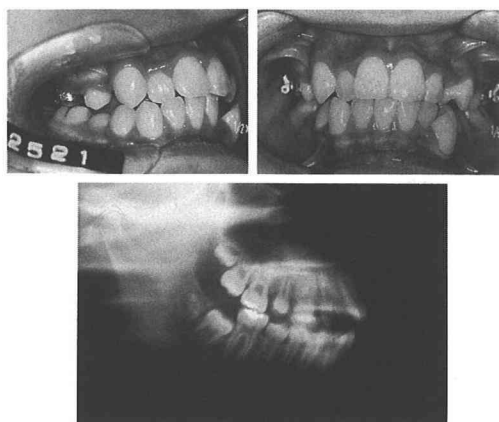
治療開始約1年後の咬合状態（上段）と同時期の顎関節断層X線写真（下段）
